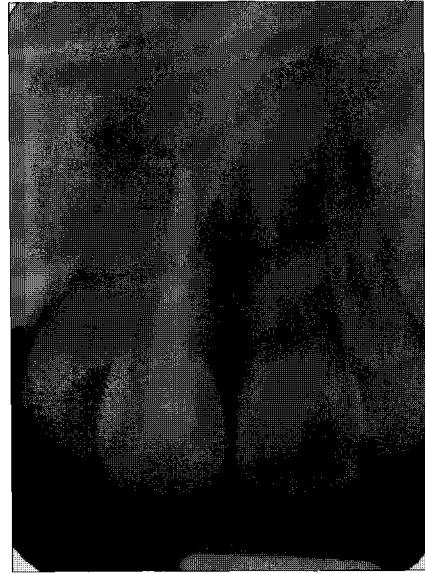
Intraoral radiograph 15 months after treatment.
